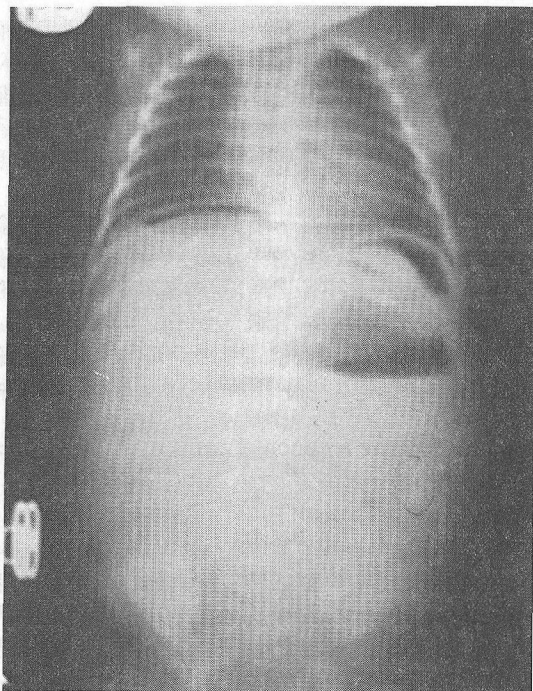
Пневмоперитонеум (перфорация полого органа) (рентгенограмма)
